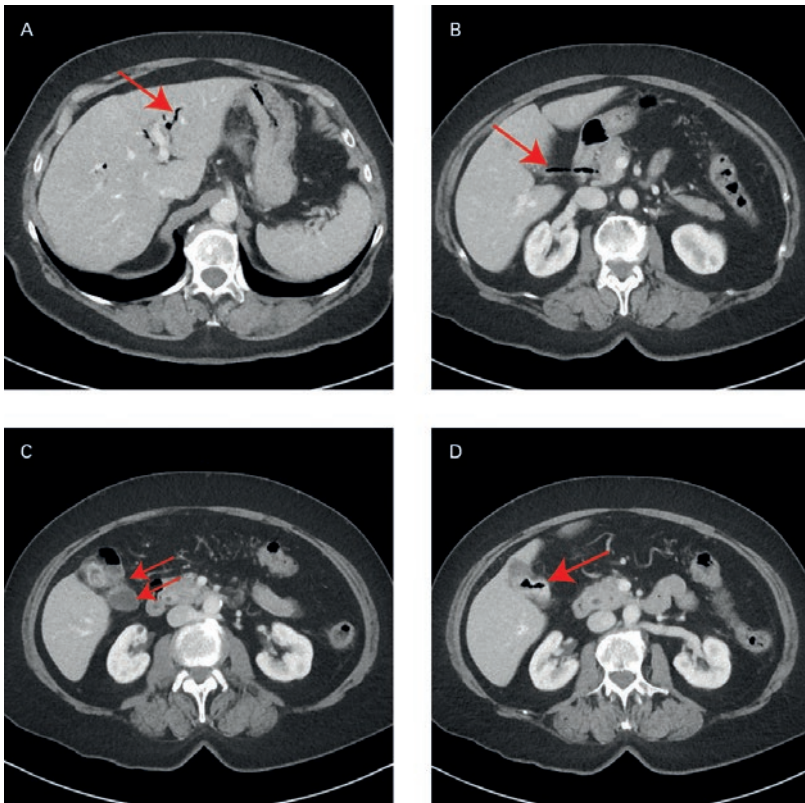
Computertomographie des Abdomens mit Kontrastmittel, axiale Schnittbilder: A, B) Darstellung der Aerobilie (A intra- und B extrahepatisch); C) Gallenblase (oberer Pfeil) unmittelbar benachbart zum Colon transversum (unterer Pfeil); D) Kollabierte Gallenblase mit akzentuierter Wand.
